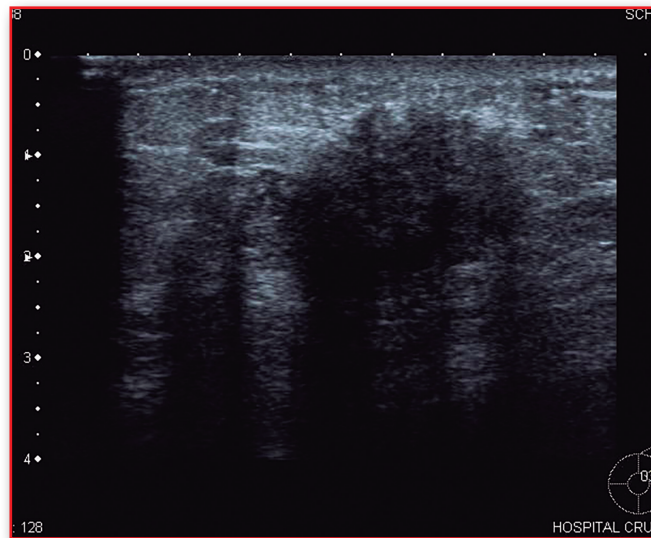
Ecografía sospechosa.
